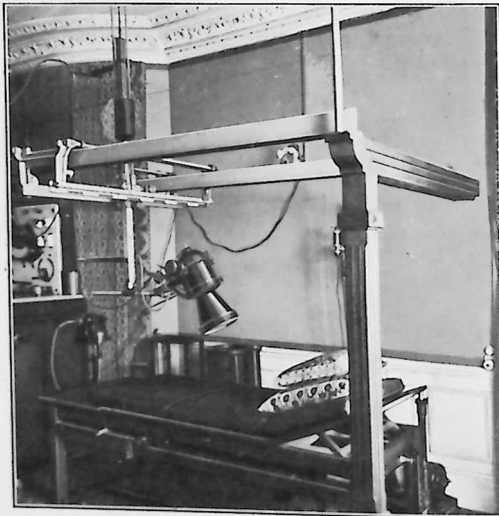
Pont-roulant supportant une cupule avec tube à radiateur (Cabinet du D^r J. Belot). Remarquer la graduation du chariot destinée à la stéréoradiographie.
